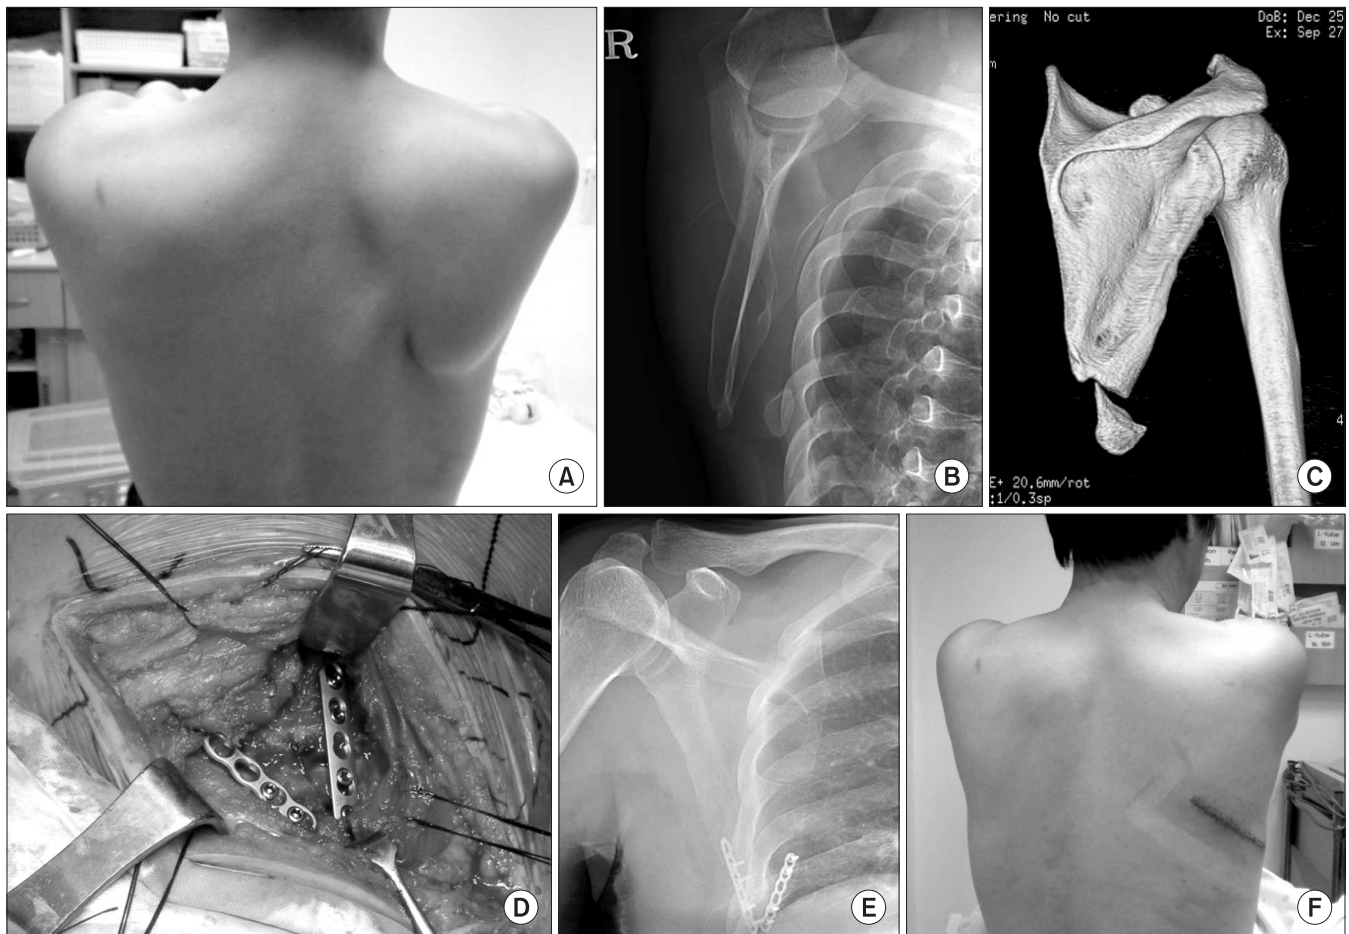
(A) On physical examination, a 41-year-old driver who suffered a traffic accident; image shows right winging of the scapula at posttraumatic one year. (B) Scapula lateral view shows the bony fragment, which is separated from the inferior border of the scapula and displaced by the serratus anterior muscle. (C) Image of 3-dimensional-computed tomography can check for a blunted fracture margin, suggesting nonunion. (D) Intraoperative image shows the surgical technique used to reduce and hold the fracture with a double plate and surgical repair. (E) At postoperative six weeks, lateral radiograph of the right scapula shows a well reduced state of the bony fragment. (F) At postoperative three months, there is no winging of the scapula on elevation of the arm and no crepitus on abduction.
